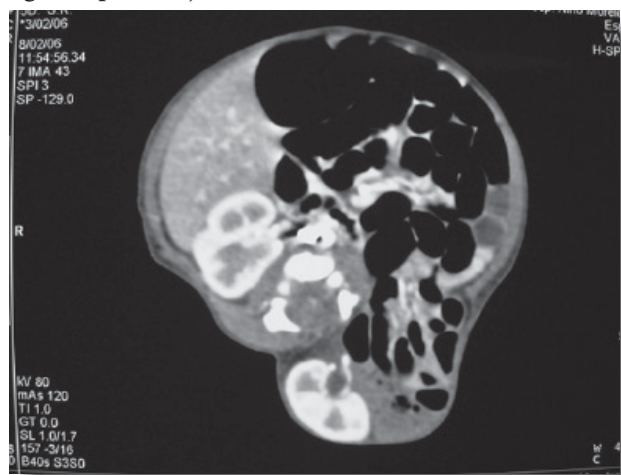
Tomografía que demuestra el defecto herniario con el paso de asas intestinales y riñón a través de él
